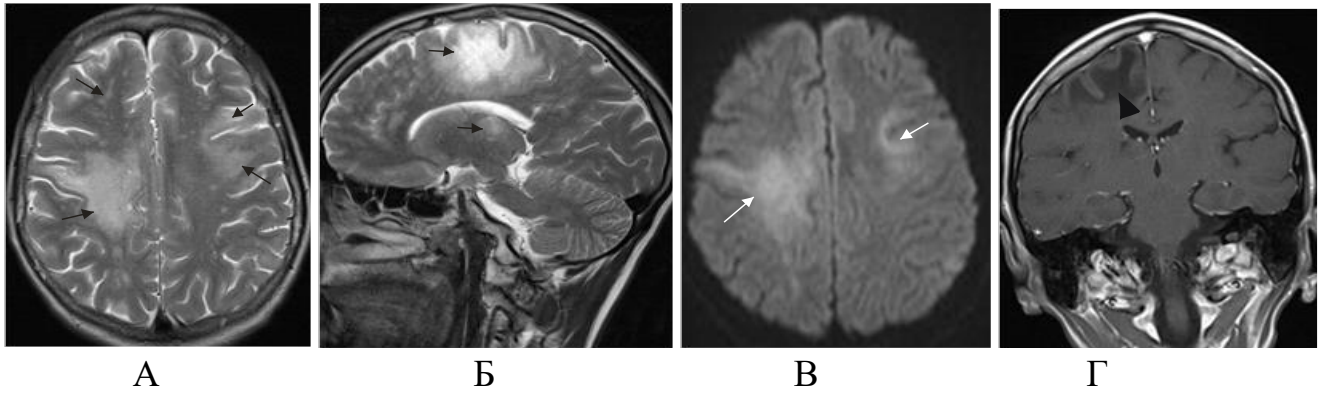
Пациент К., 43 года (И/б 25231). ПМЛ, СВИ. Возобновление АРТ 03.11.2017 после длительного перерыва. С 12.11.2017 отмечалось прогрессирование очаговой неврологической симптоматики и когнитивных нарушений с временной реакцией на глюкокортикостероиды. За 20 дней произошло снижение вирусной нагрузки с 13768483 коп/мл до 65684 коп/мл и увеличение количества клеток с 3 кл/мкл до 5 кл/мкл. Смерть наступила 23.11.2017, патологоанатомическое заключение: мультифокальный лейкоэнцефалит с преимущественным поражением лобных и теменных долей, отек головного мозга. На МРТ: А, Б – Т2 ВИ, В – ДВИ, Г – Т1 ВИ с контрастированием демонстрируют множественное сливное поражение лобных и теменных долей (черные стрелки) с вовлечением U-волокон и распространением на область базальных ганглиев, с повышением сигнала на DWI в зоне изменений (белая стрелка), без накопления контрастного препарата (головка стрелки)
